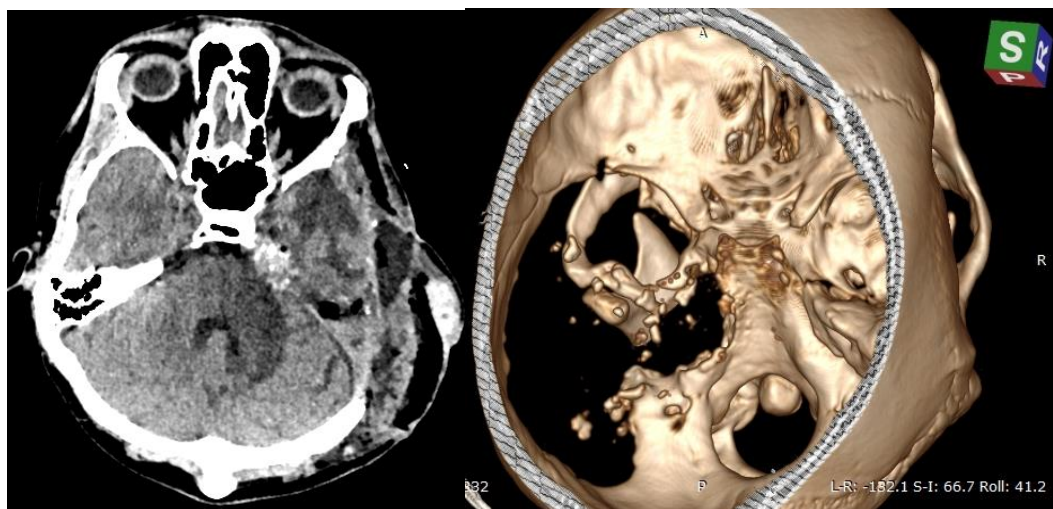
Больной Ф. (наблюдение № 33), послеоперационная МСКТ головного мозга с 3D-реконструкцией костных структур
